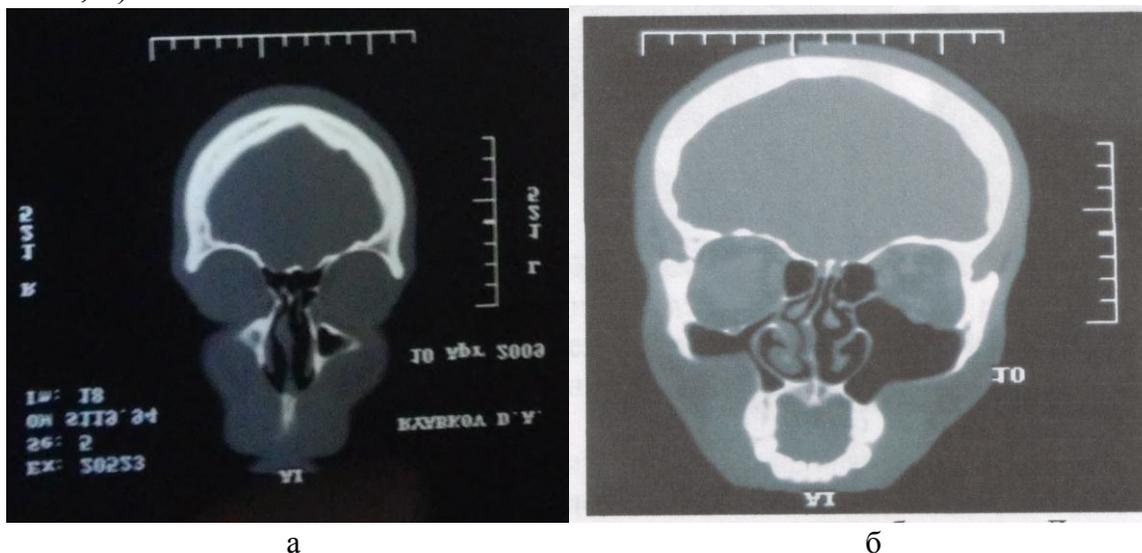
б (а – КТ околоносовых пазух больного Л. до операции; б – КТ околоносовых пазух больного Л. через 4 года после операции (коронарная проекция))
